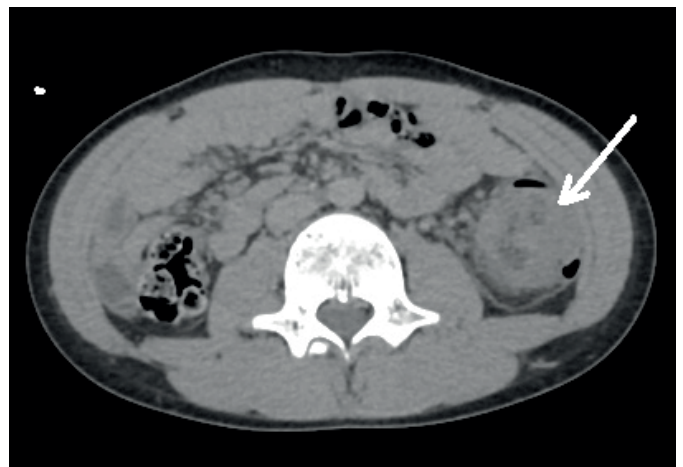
КТ черевної порожнини. Стрілкою об означене пухлиноподібне утворення лівих відділів товстої кишки.
